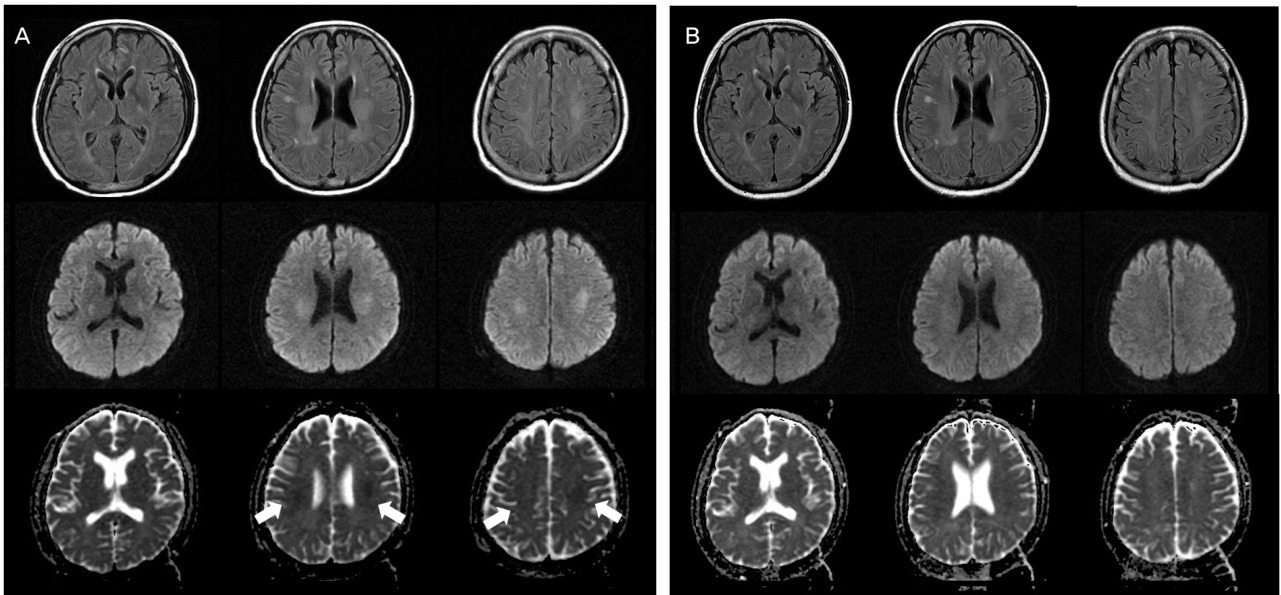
The serial brain MRIs of the patients. (A) The brain MRIs show bilateral symmetrical discoid lesions involving the centrum semiovale, corona radiata, and posterior limb of the internal capsule (Top; FLAIR- high signal intensity, Middle; DWI-high signal intensity, Bottom; ADC-restricted diffusion (arrows)). (B) The brain MRIs taken 7 days after the first MRI show disappearance of the lesions which had been shown in (A) (Top; FLAIR, Middle; DWI, Bottom; ADC). (FLAIR denotes fluid attenuated inversion recovery, DWI=Diffusion weighted image, ADC=Apparent diffusion coefficient).
